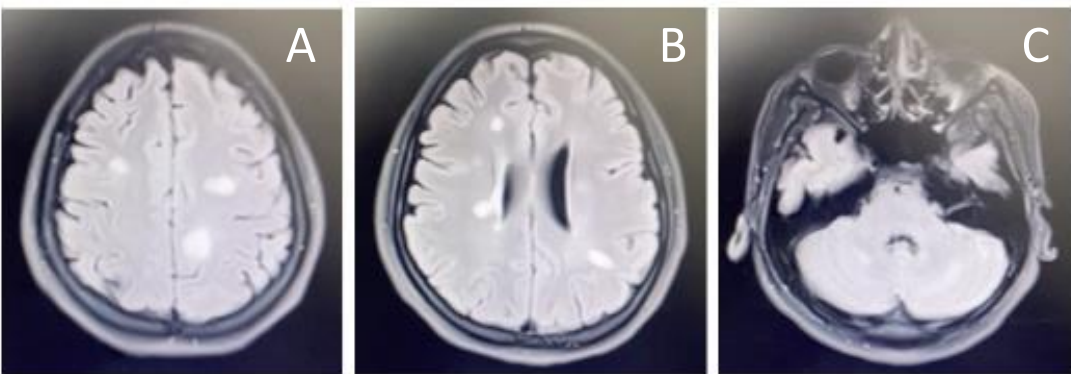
Resonancia magnética cerebral en corte axial en secuencia FLAIR, donde observamos en la imagen A, B y C lesiones hiperintensas ovoideas yuxtacorticales.
